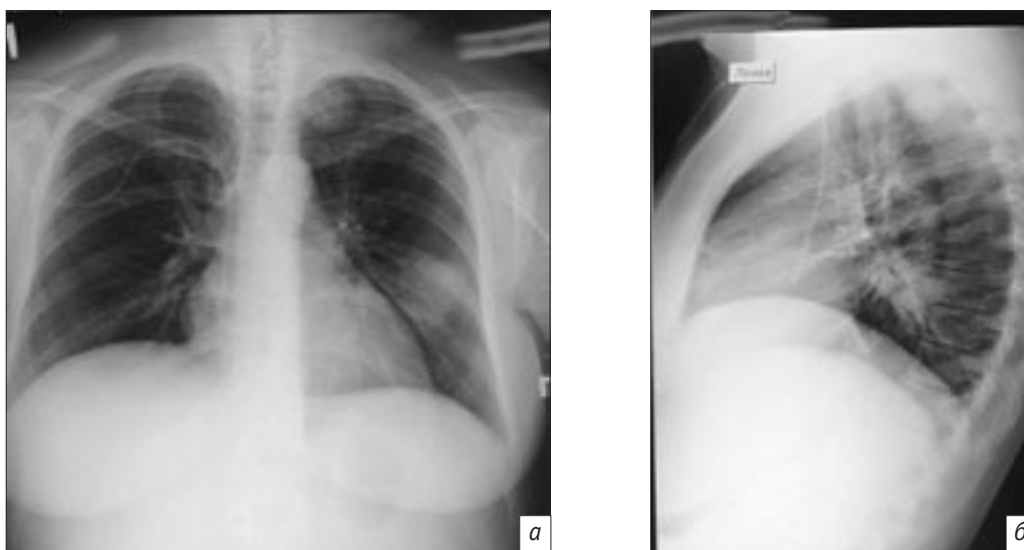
Рентгенография органов грудной клетки в прямой (а) и боковой (б) проекциях от 01.06.2017 г.
